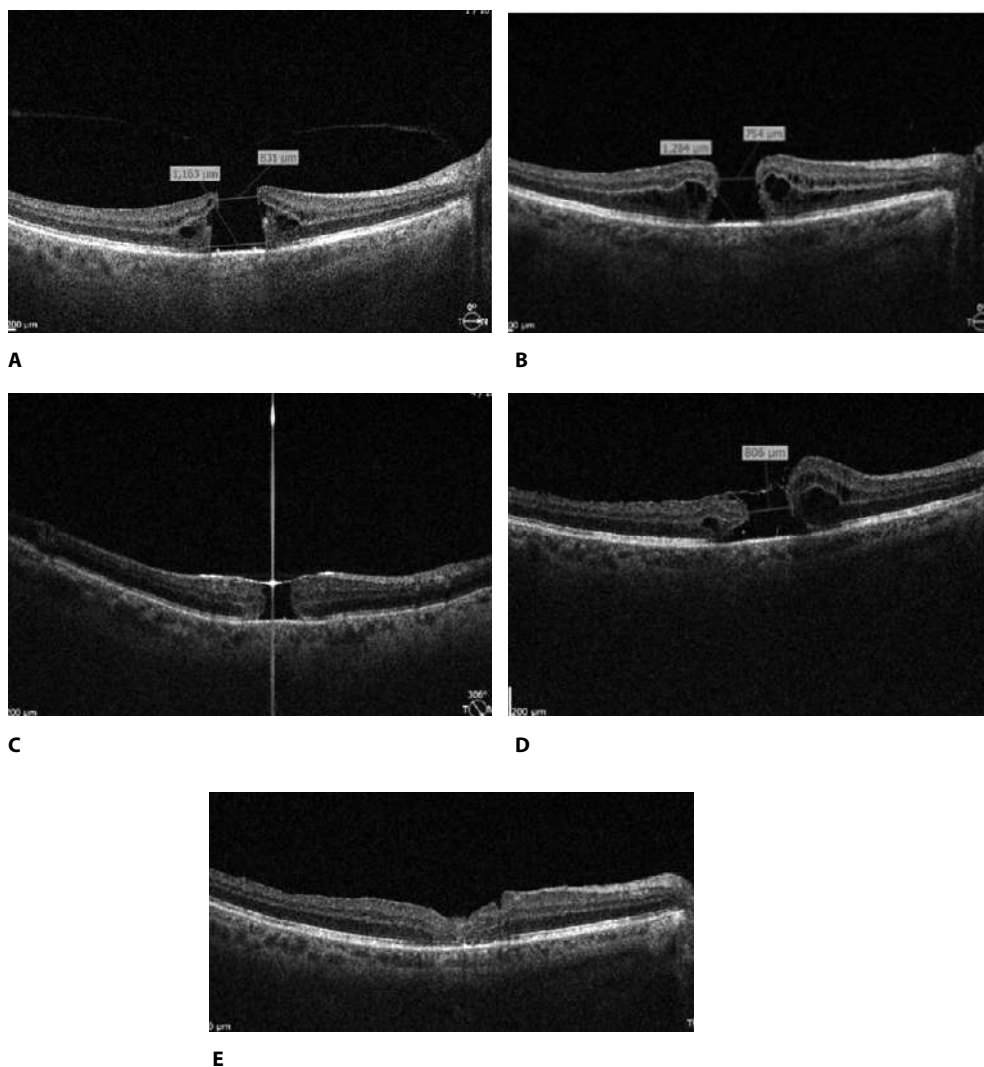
Оптическая когерентная томограмма глазного дна пациента Ш. с макулярным отверстием:
